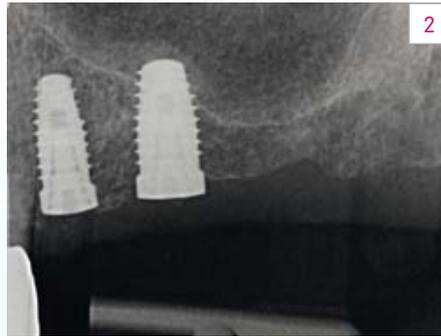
Röntgenbild der beiden Implantate nach dreimonatiger Einheilung.
